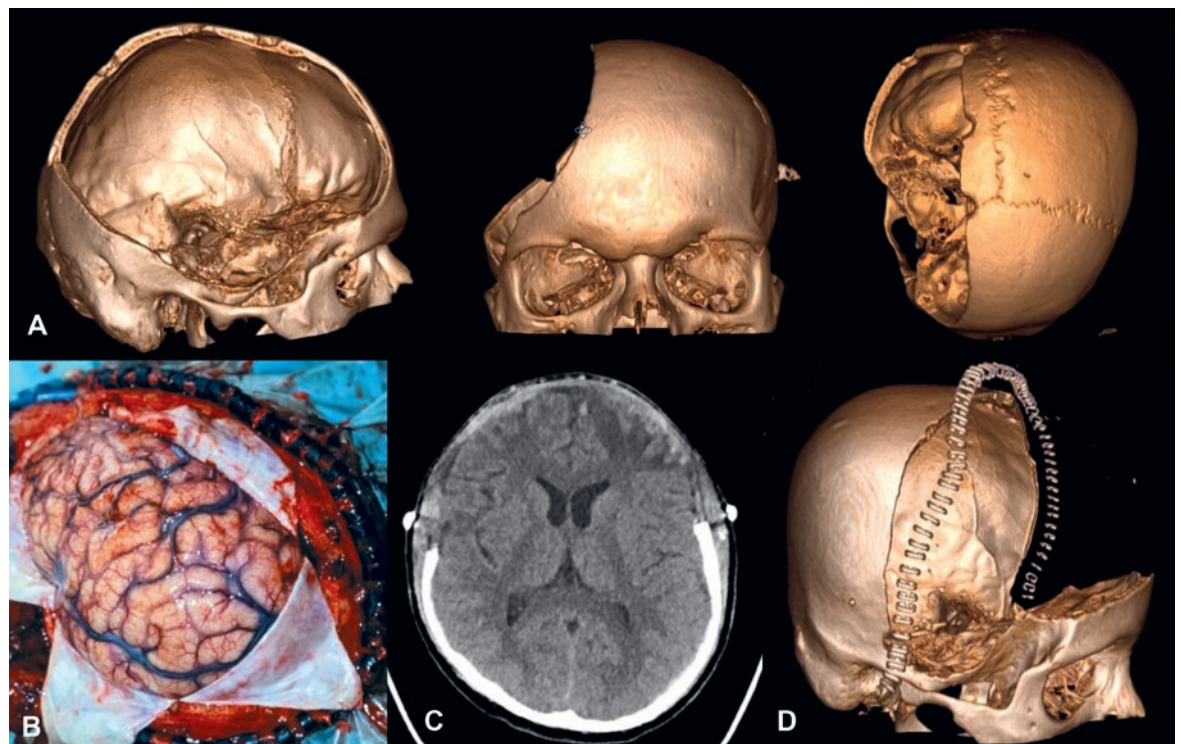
Dekompressiven Kraniektomie-Formen: A. 3D-Rekonstruktion eines postoperativen CTs nach dekompressiver Hemikraniektomie rechts. B. Dekompressive Hemikraniektomie, intraoperativer Situs nach Eröffnung der Dura. C. Postoperatives CT nach bifrontaler dekompressiver Kraniektomie. D. 3D-Rekonstruktion eines postoperativen CTs nach bifrontaler dekompressiver Kraniektomie.
